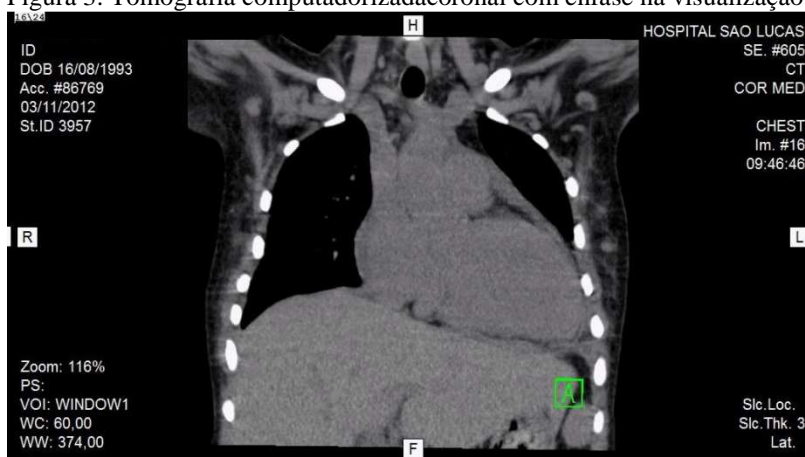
Tomografia computadorizada coronal com ênfase na visualização do parênquima pulmonar.
